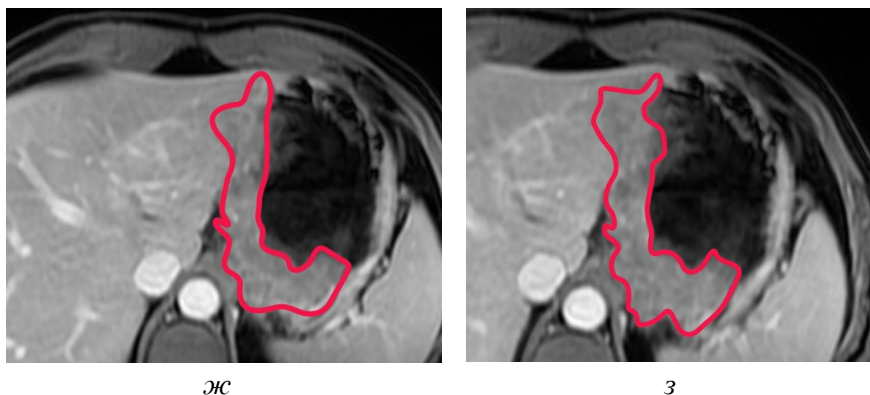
МРТ желудка. На малой кривизне желудка определяется опухоль (красная линия). Отмечается интенсивное гетерогенное накопление контрастного вещества в портальную и венозную фазы. Т1-ВИ: а – нативная фаза, б – артериальная фаза, в – венозная фаза, г – отсроченная фаза, д – нативная фаза, е – артериальная фаза, ж – венозная фаза, з – отсроченная фаза [оригинальный рисунок].
